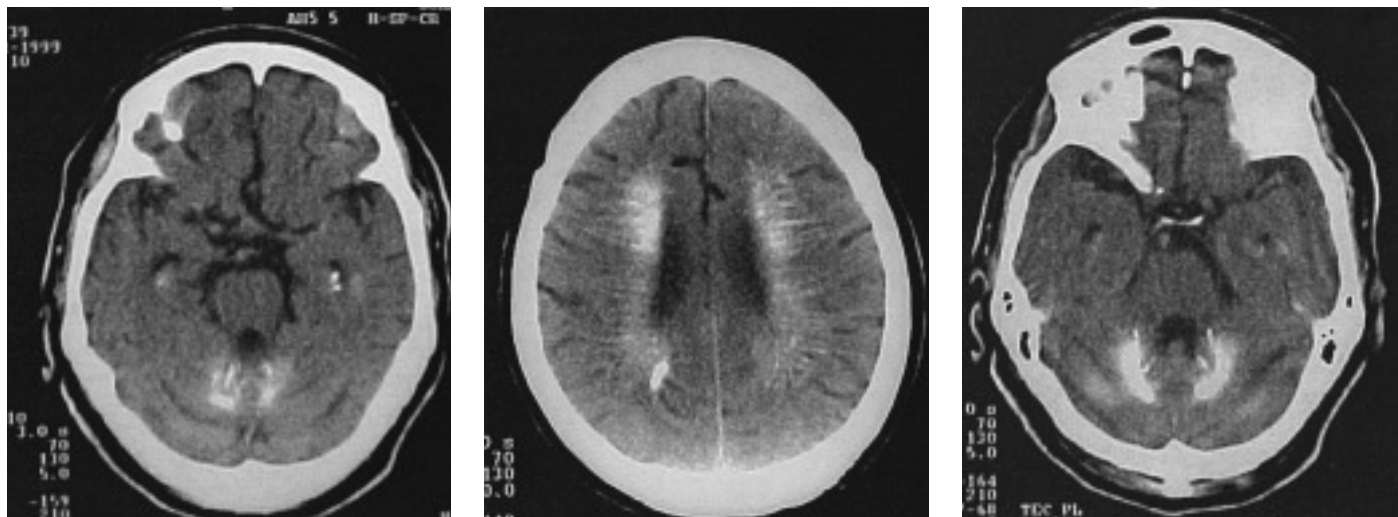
Tomografía axial computarizada (TAC) cráneo-encefálica: pequeña lesión hipodensa en la rodilla de la cápsula interna izquierda. Múltiples calcificaciones en hemisferios cerebrales, putamen, rodillas de la cápsula interna, núcleo caudado, tálamo, sustancia blanca subcortical bilateral y simétrica. Calcificaciones compatibles con hipoparatiroidismo.
